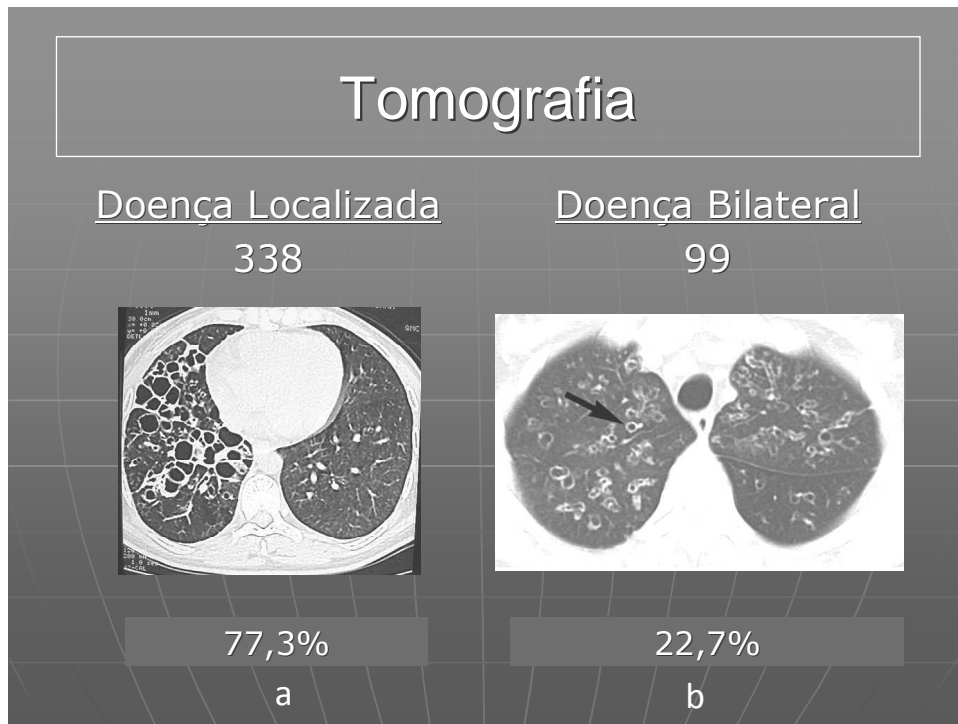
Tomografia computadorizada do tórax, ilustrando casos de bronquiectasias (a) em um e (b) em ambos os pulmões.
